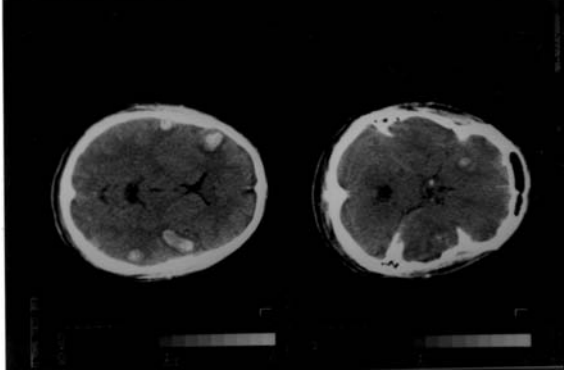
Travmadan 8 saat sonra çekilen BT. Sağ frontal bölgede şüpheli hemorajik kontüzyon alanı okla gösterilmiştir.
